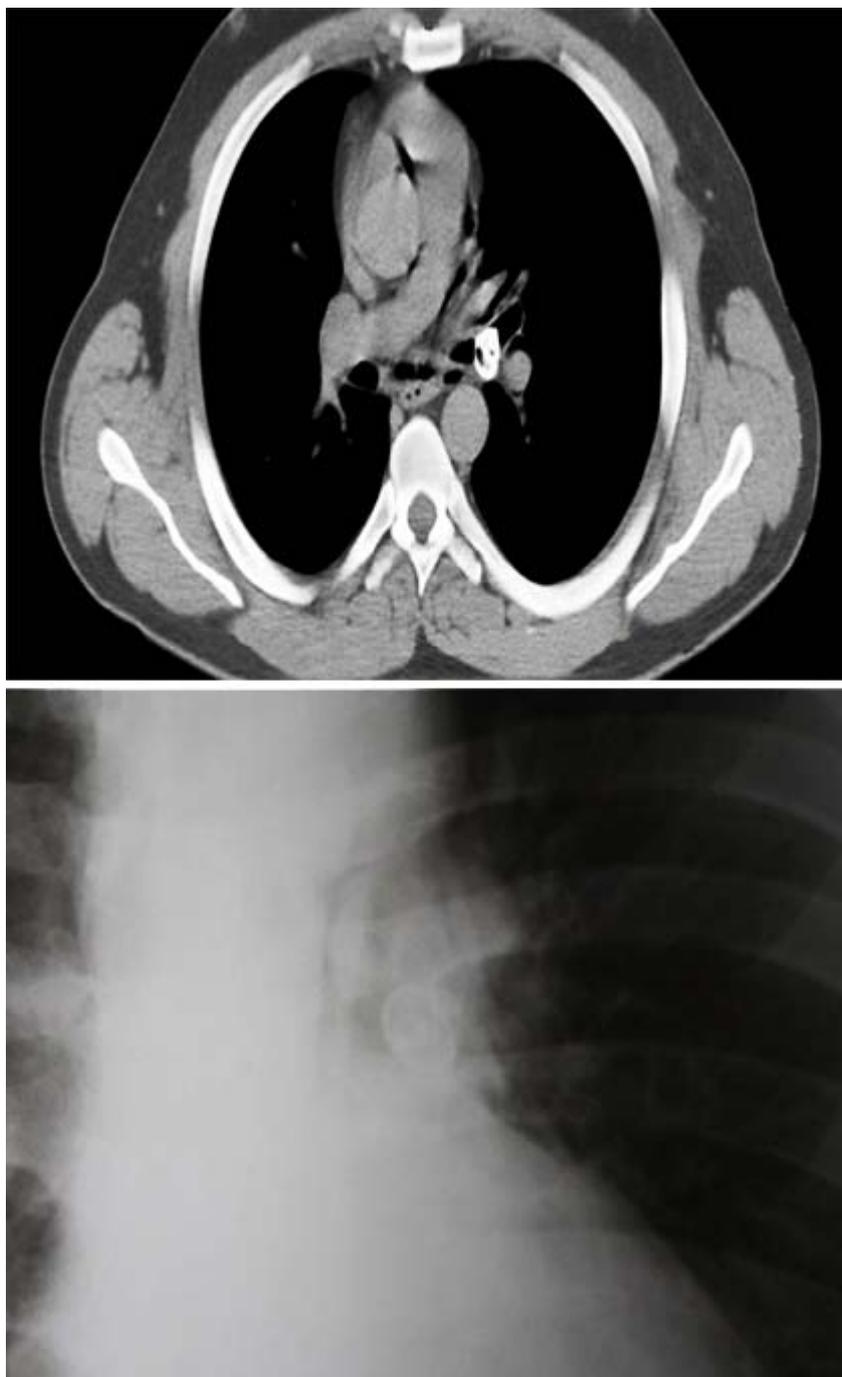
Rx de Torax y TAC de pulmón (obsérvese el caracol de playa en Bronquio principal izquierdo luego de migrar desde el bronquio principal derecho).
